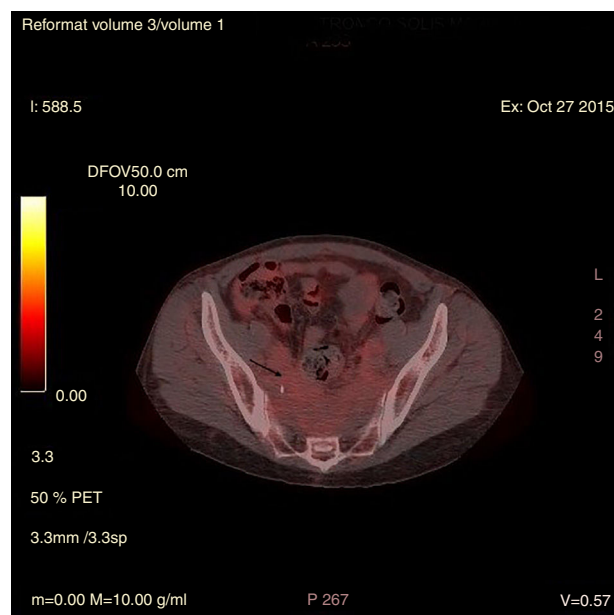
Imagen de PET-TC con ¹⁸F-FDG que muestra captación presacra con escasa avidéz glucídica.
